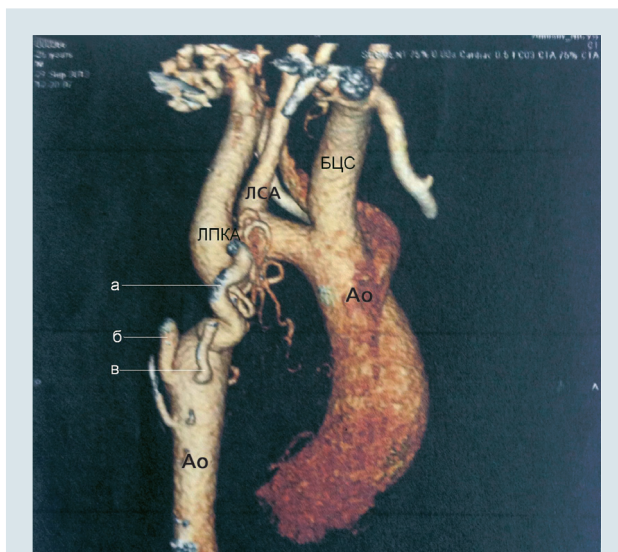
КТ-зображення (3D) дуги аорти з правого боку (пояснення в тексті)
